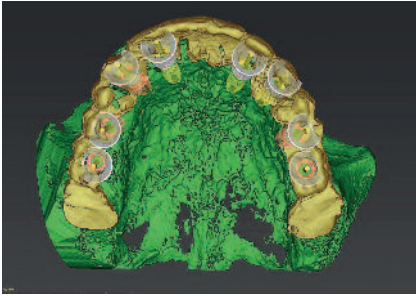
Virtuelles Inserieren der Implantate direkt in das Röntgenbild hinein.
